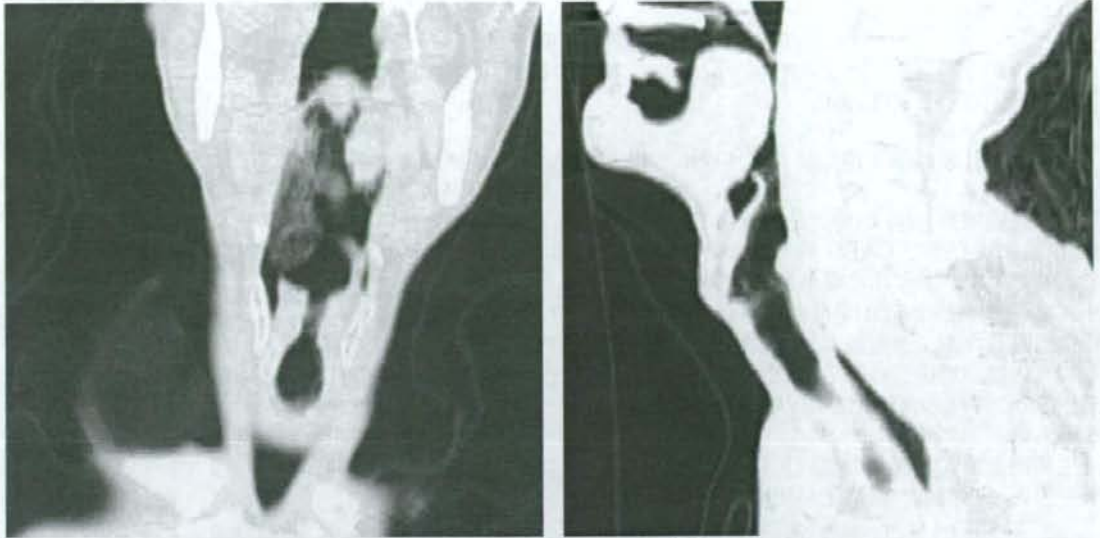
死後CT像。喉頭に内腔を埋める陰影が認められる。
